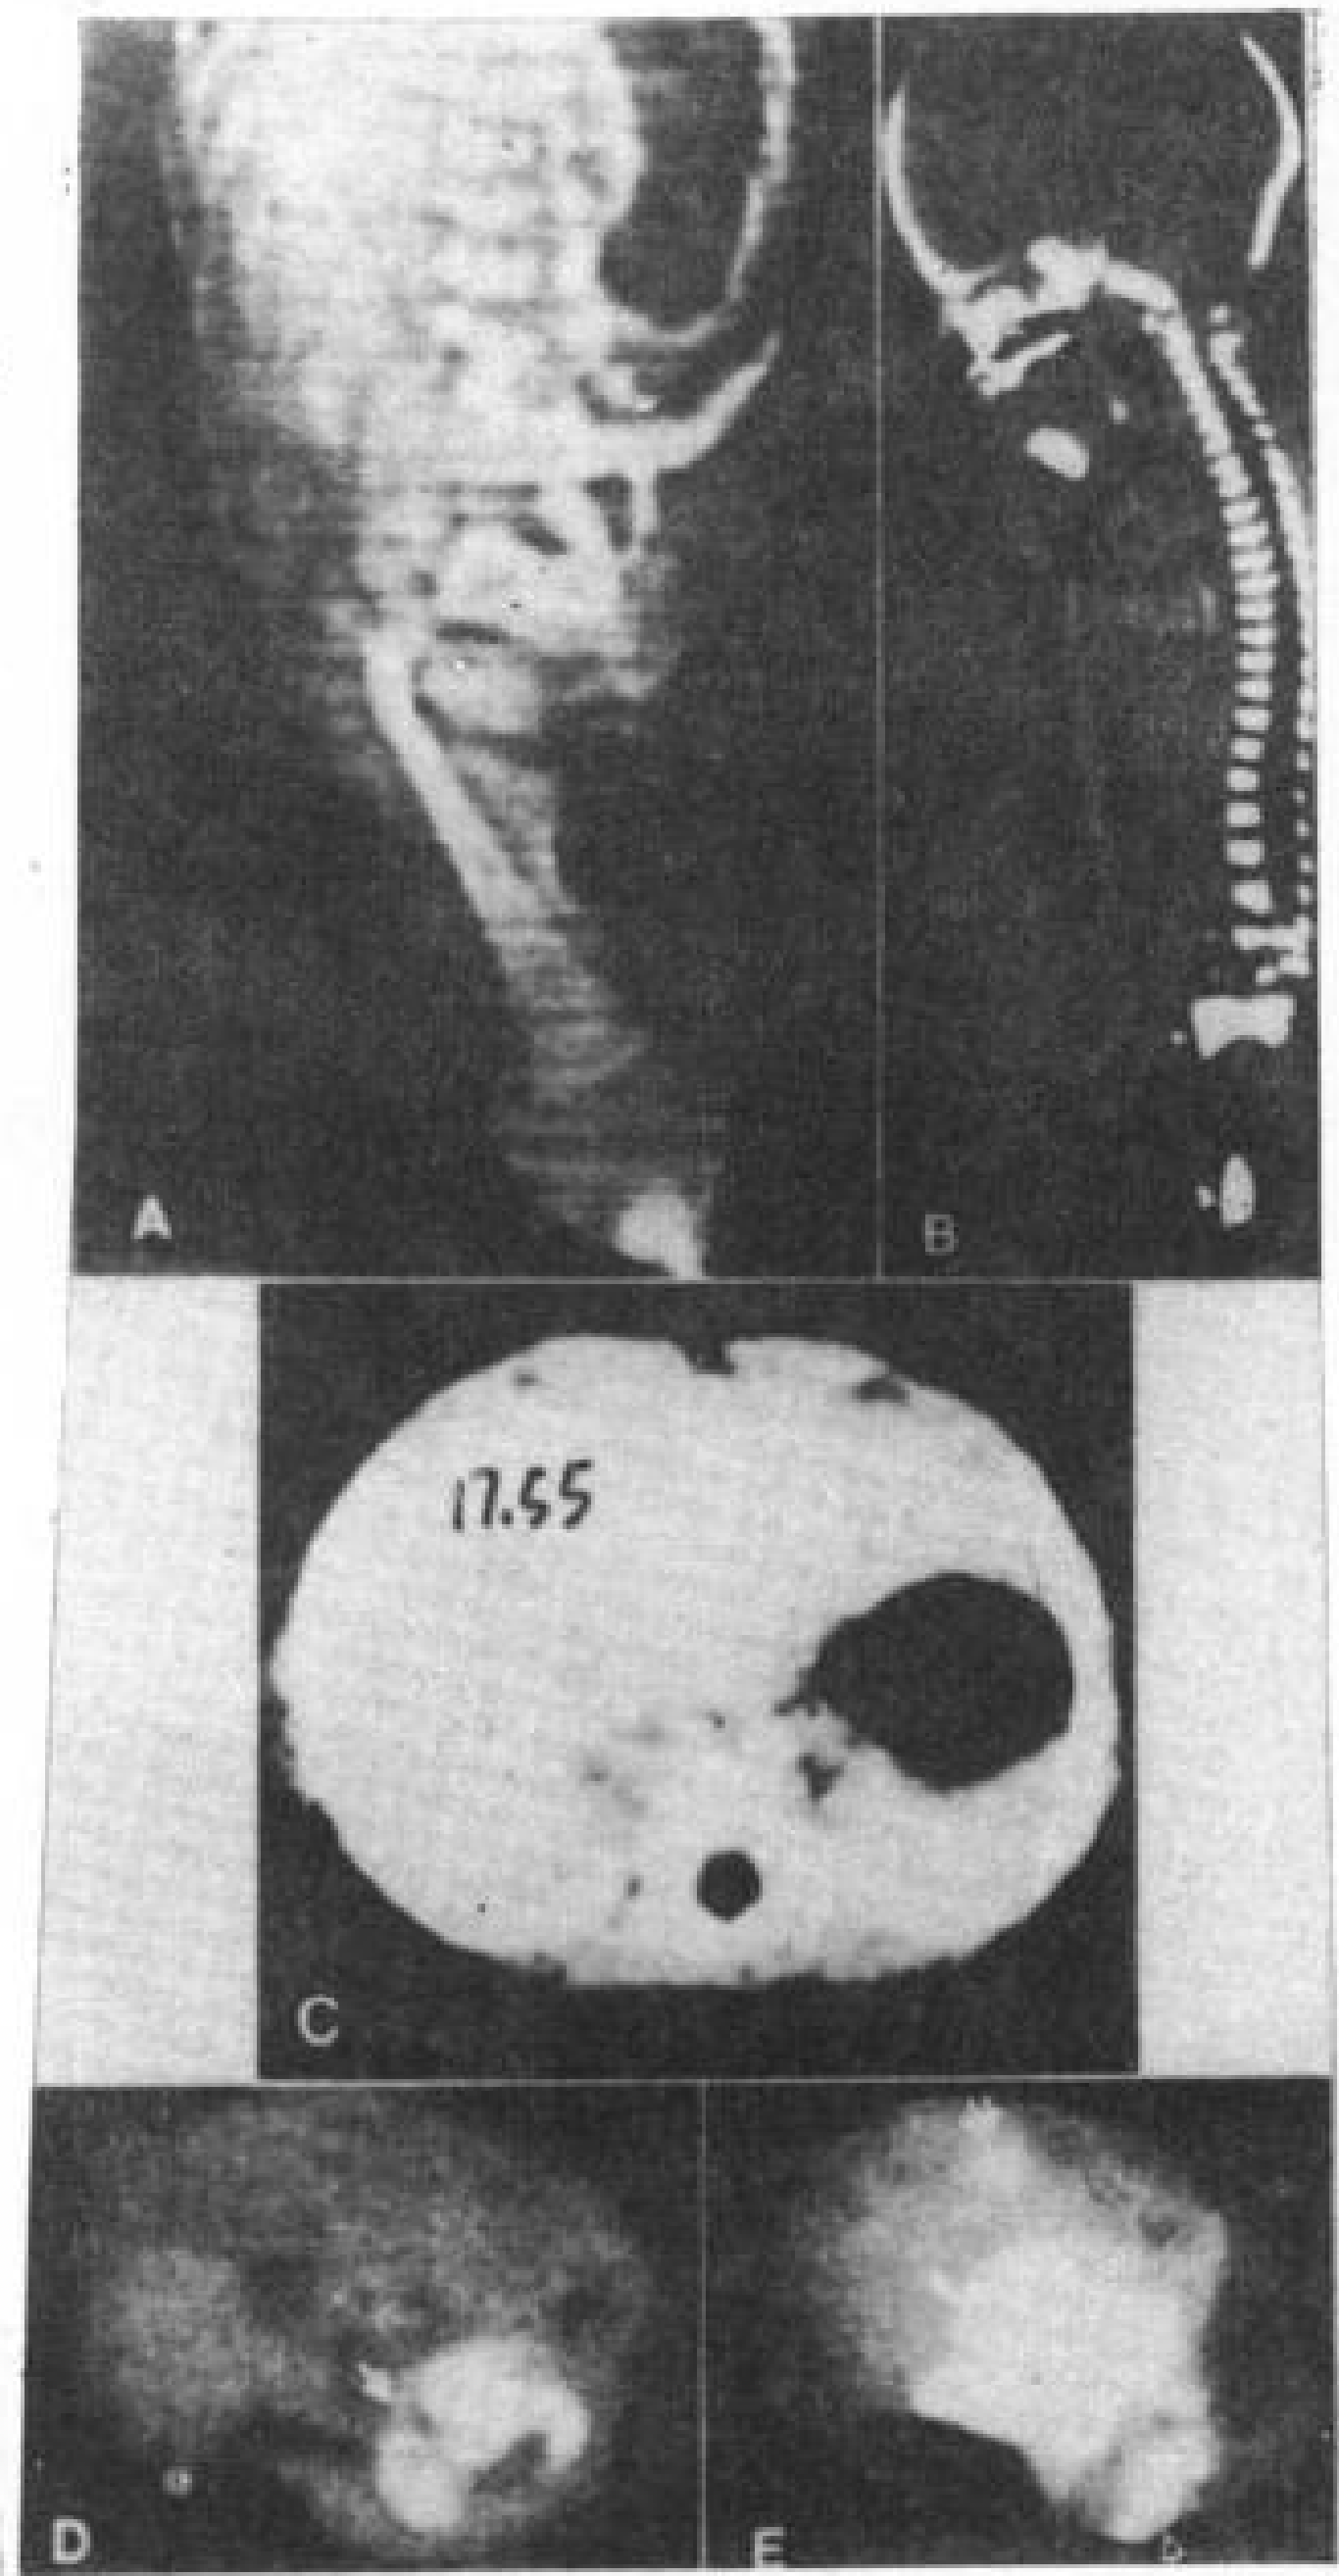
并腿畸形。未成熟婴儿，双胞胎之一。死后CT。
